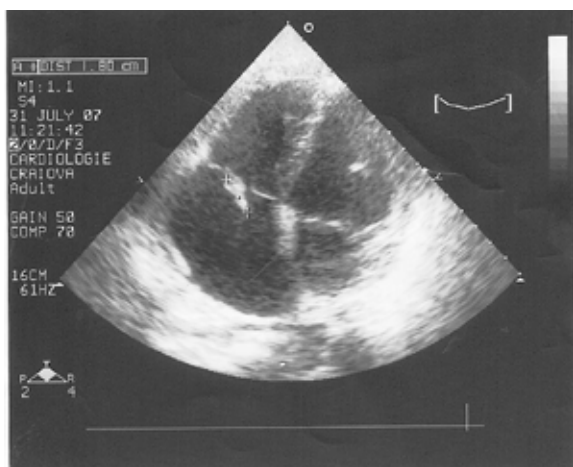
Echografie Doppler cardiacă
